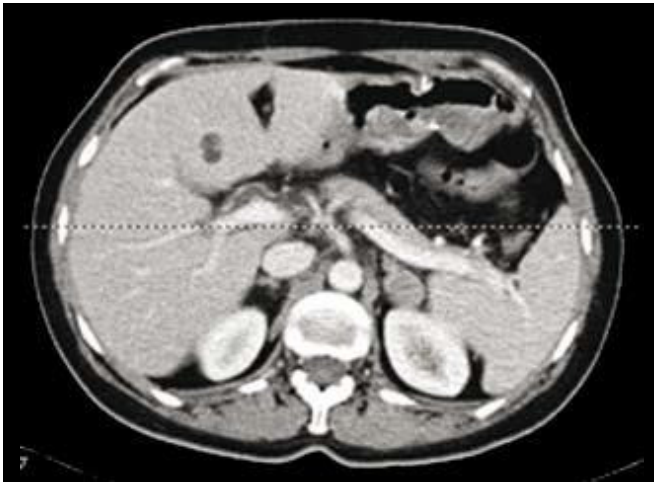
TAC abdominal de 27-10-2006.
